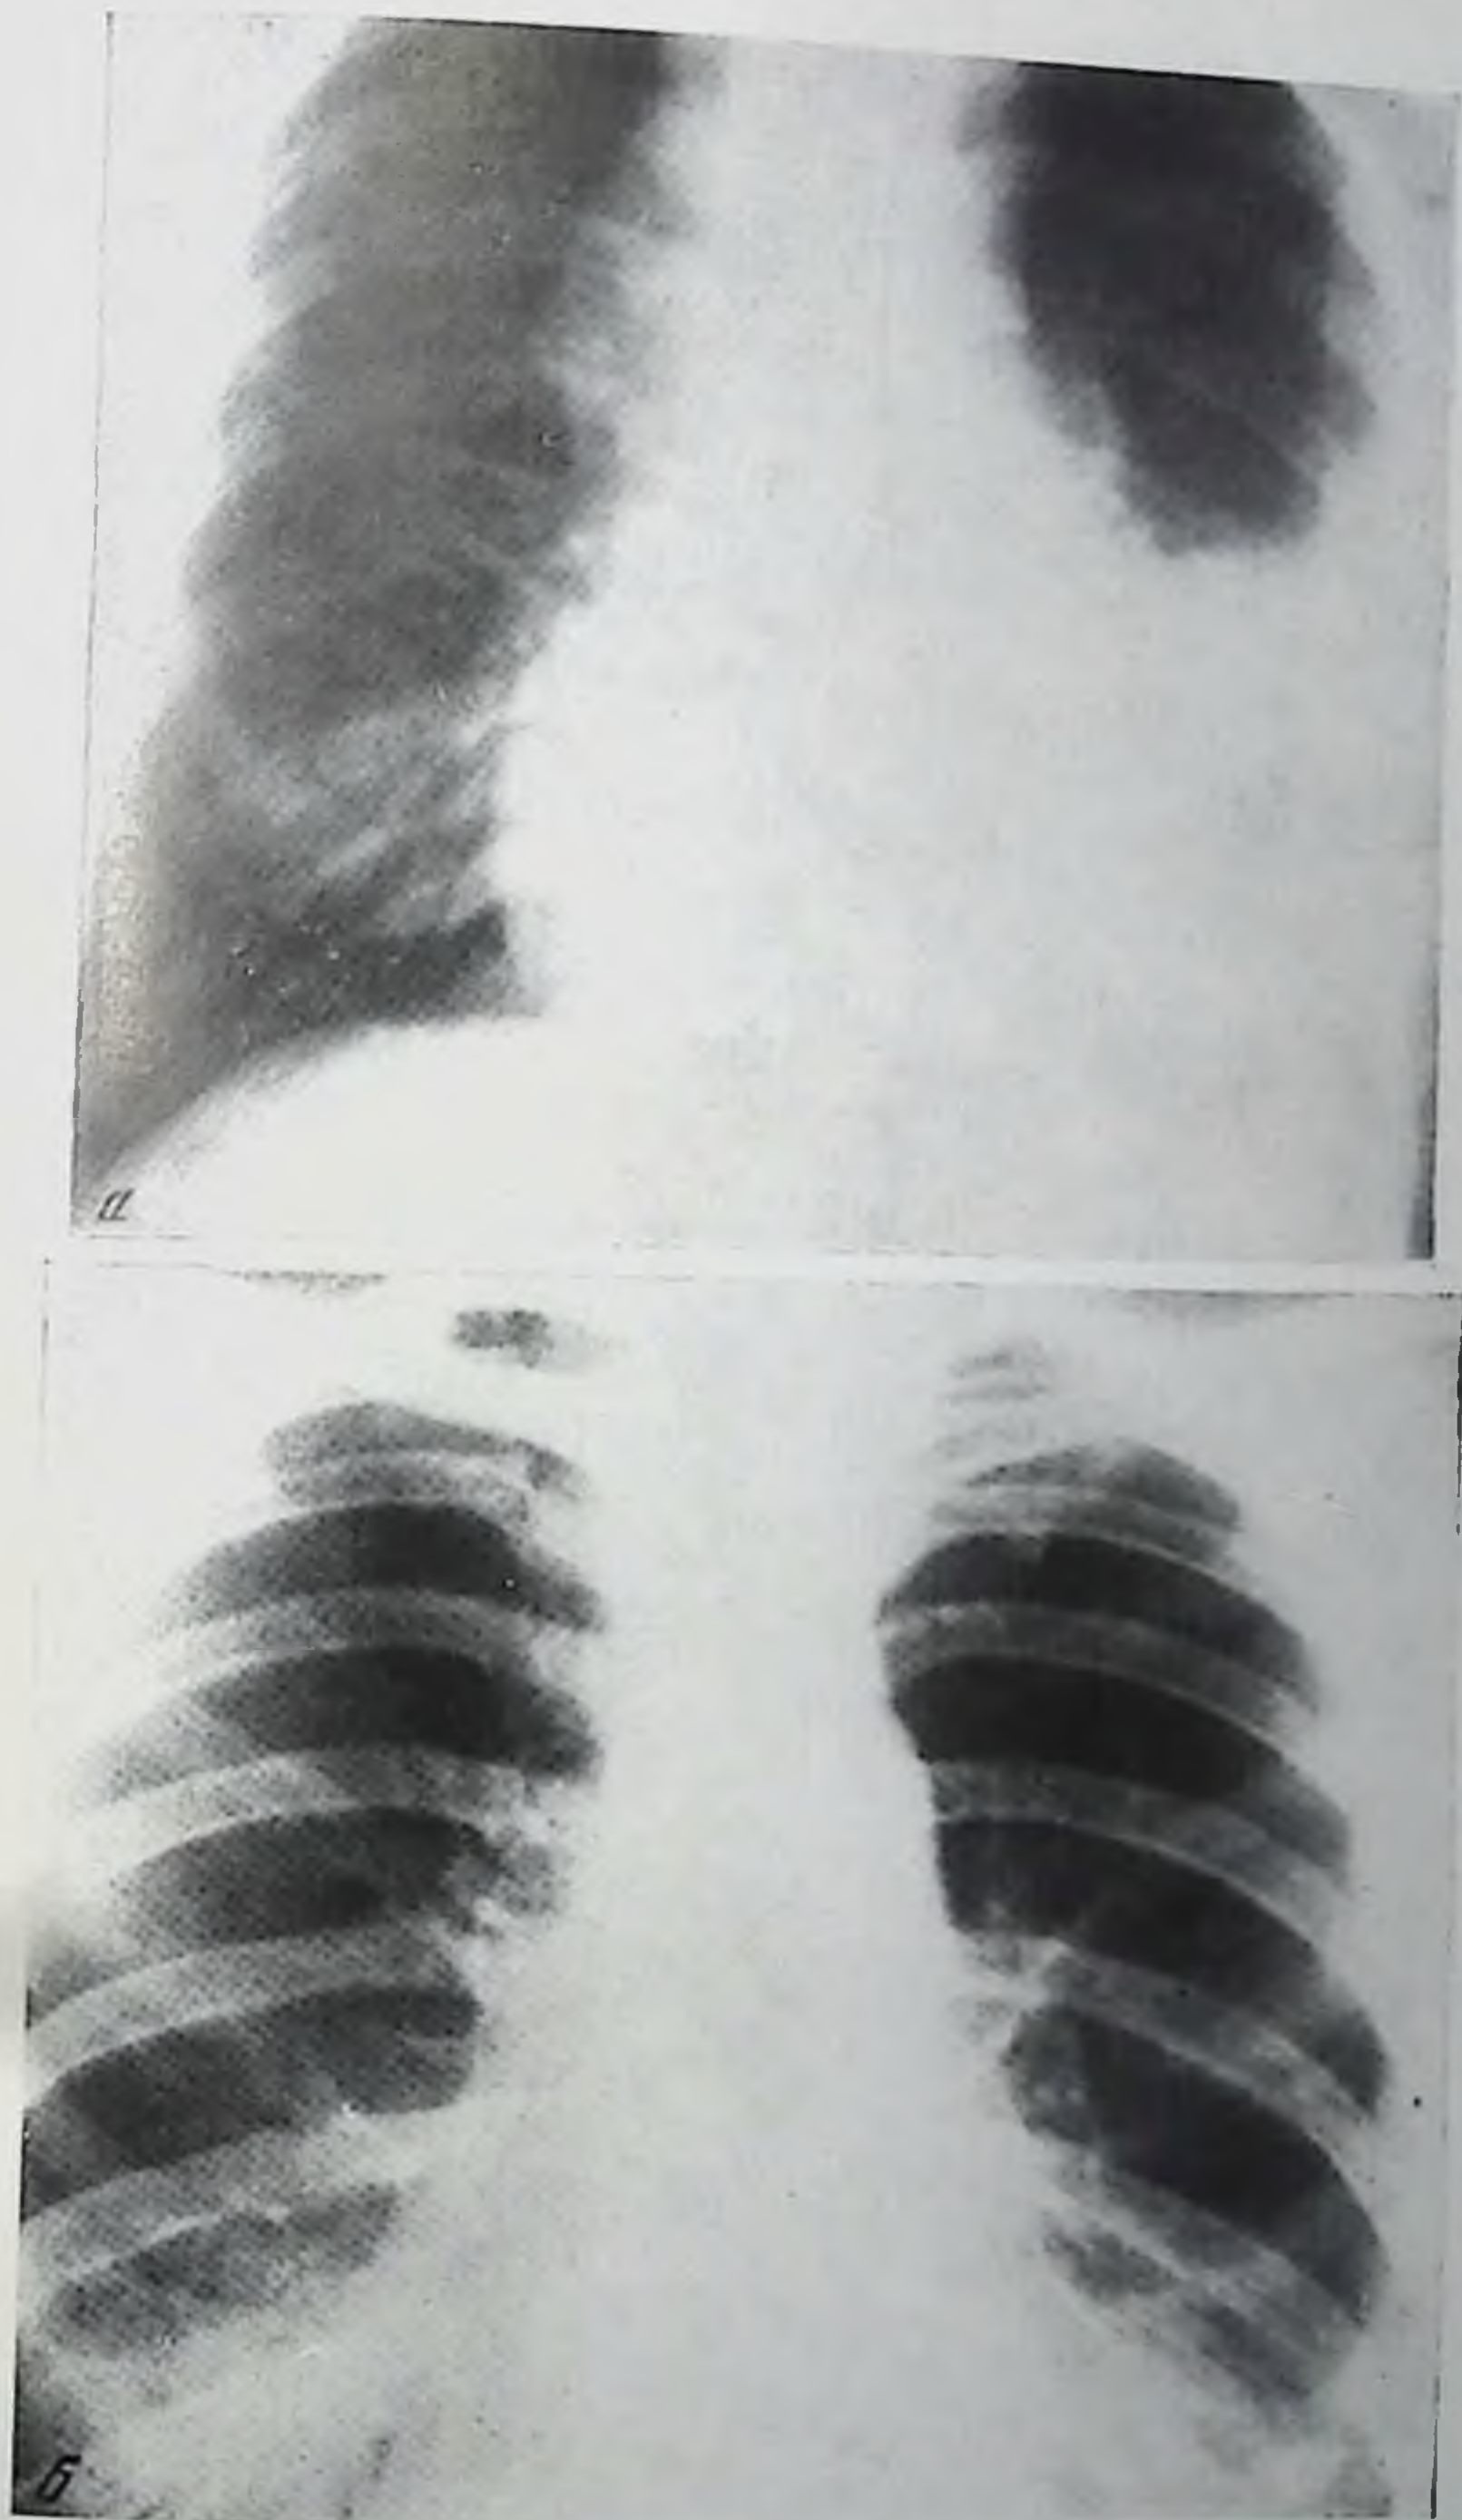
Рентгенограммы грудной клетки. Диагноз: мелкоклеточный рак легкого IV стадии
